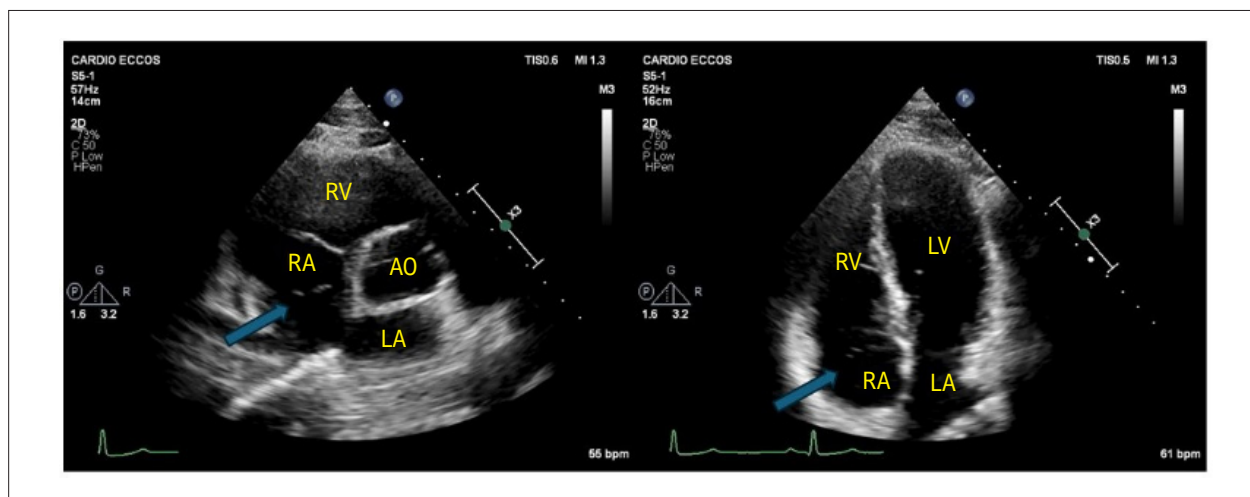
Ecocardiograma transtorácico: A rede de Chiari exuberante (seta azul) é indicada em (A) vista de eixo curto e (B) vista apical de quatro câmaras. VD: Ventrículo Direito, AD: Átrio Direito, VE: Ventrículo Esquerdo, AE: Átrio Esquerdo, AO: Aorta.
